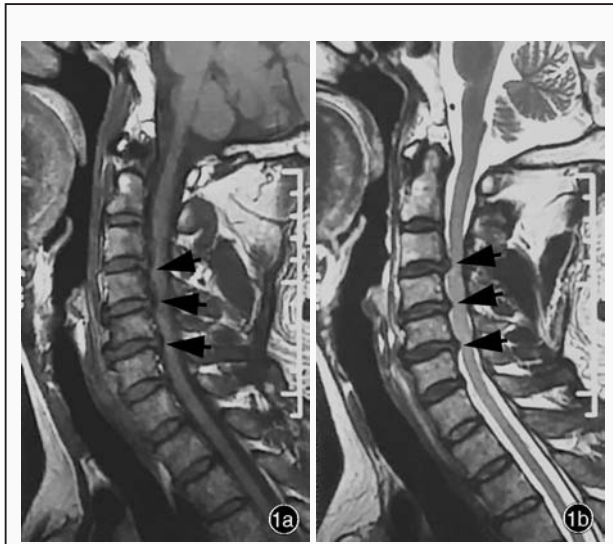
颈椎MRI检查所见 1a 矢状位T₁WI显示,C₃₋₄、C₄₋₅、C₅₋₆椎间盘向后突出,伴节段性椎管狭窄(箭头所示) 1b 矢状位T₂WI显示,C₃₋₄、C₄₋₅、C₅₋₆椎间盘向后突出,伴节段性椎管狭窄(箭头所示)
